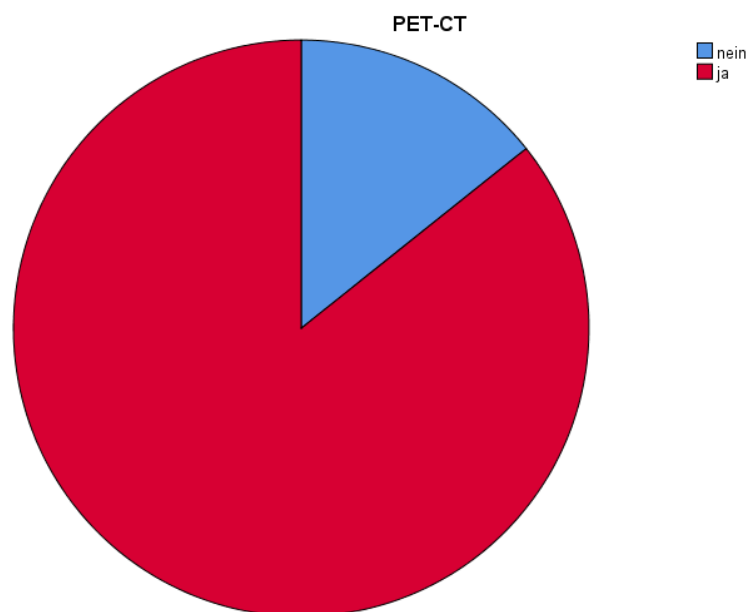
Häufigkeitsverteilung der PET-CT-Untersuchung
